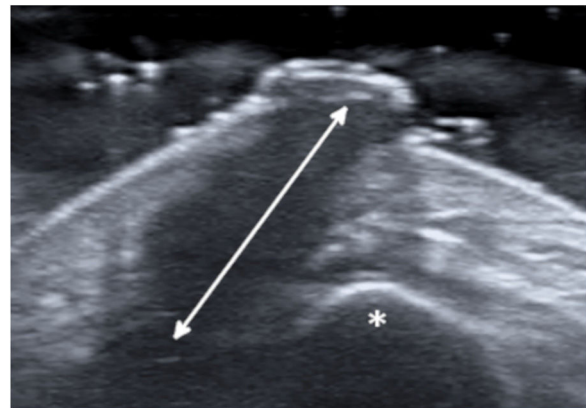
Exame de ultrassonografia revela uma ampla faixa hipoeicoica (seta) que se estende pelo tecido subcutâneo até o osso mandibular (asterisco).
